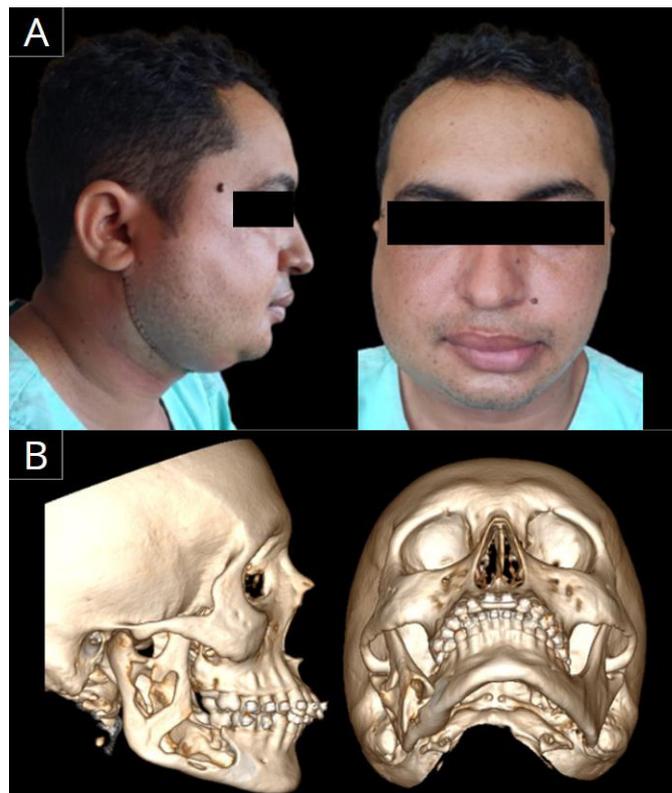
Aspecto Pós-Operatório clínico (A) e Tomografia Computadorizada do Pós-Operatório Imediato (B).
